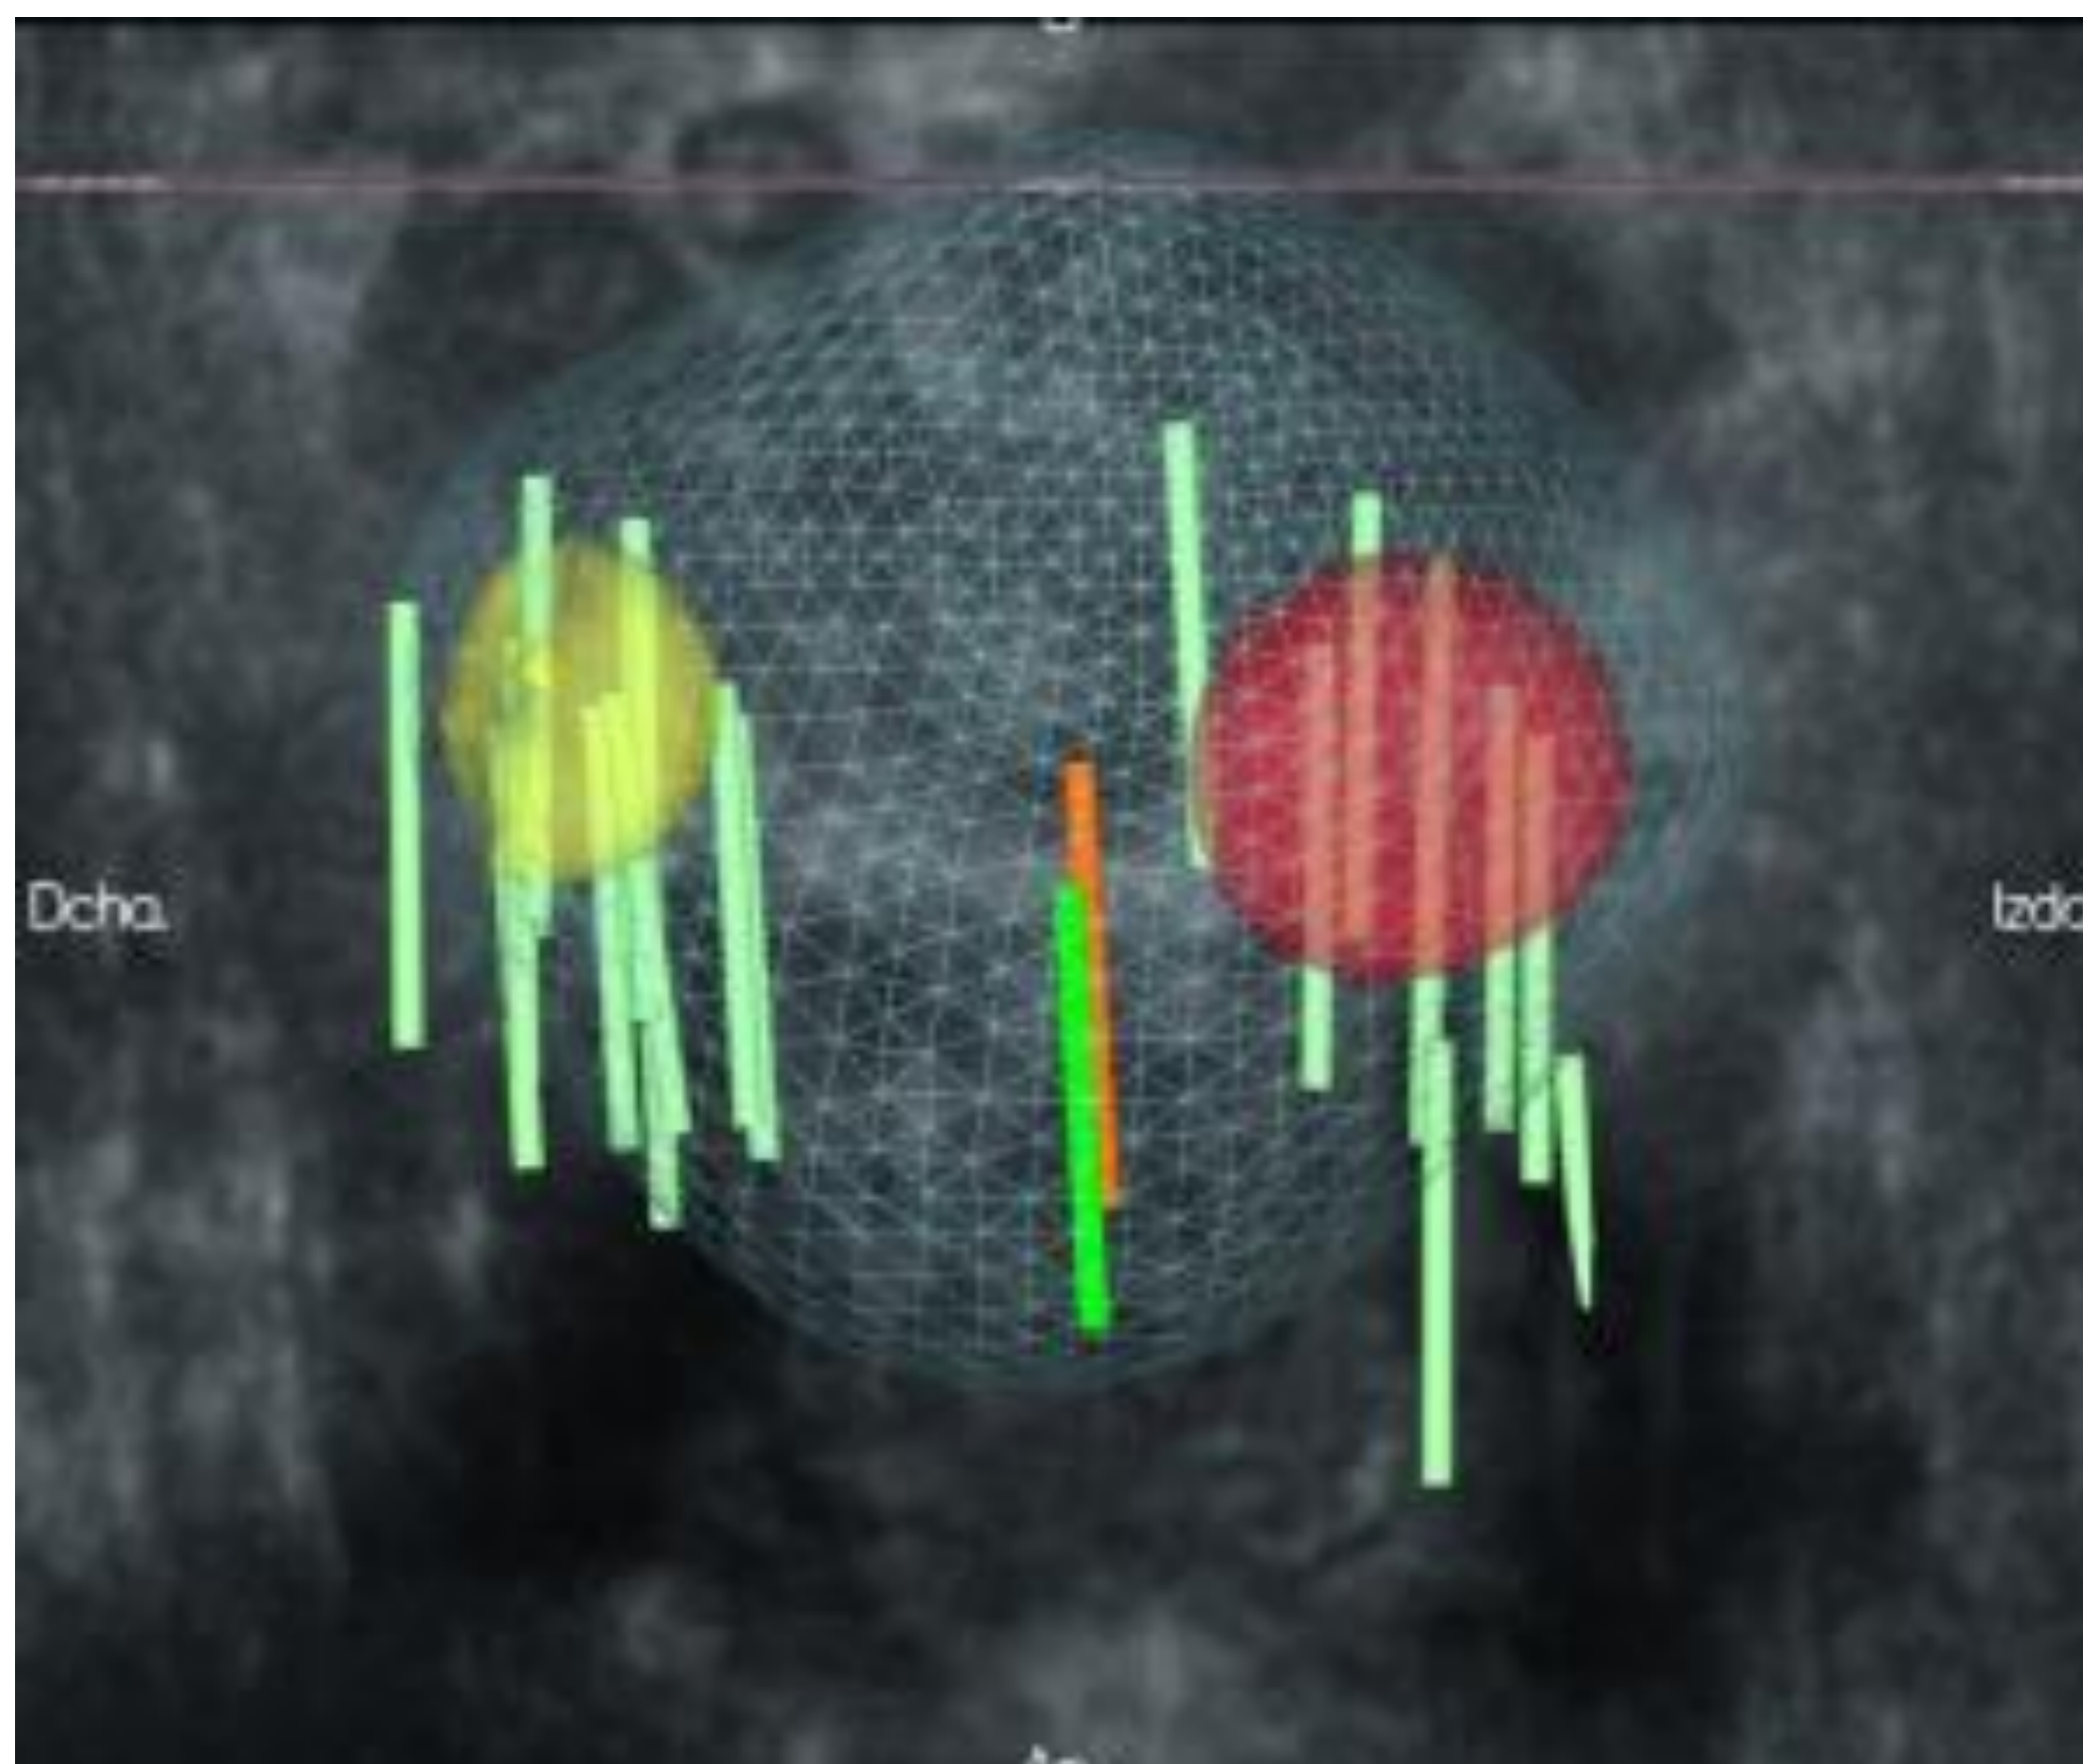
Superposición de la secuencia original de RM y de la representación final de la próstata con las lesiones diana y las muestras de tejido obtenidas.
